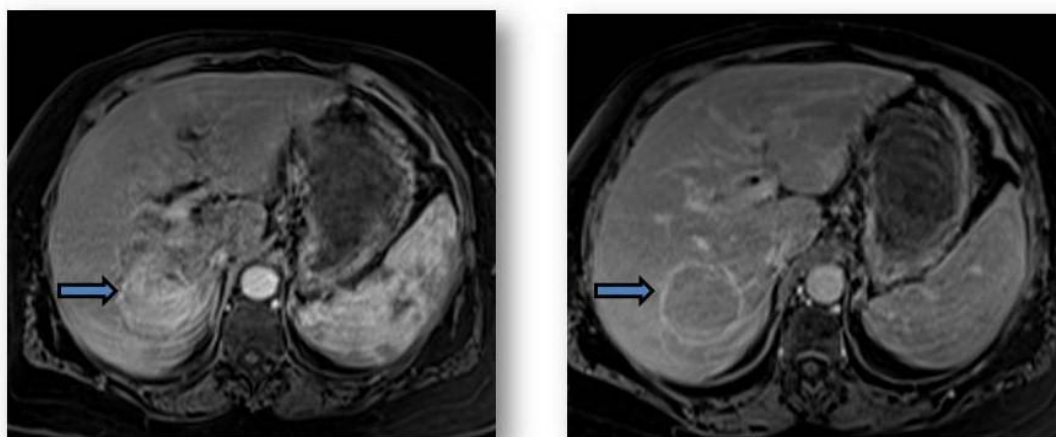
Resonancia magnética de un hepatocarcinoma. Obsérvese el realce en fase arterial (flecha izquierda) y el lavado en fase portal (flecha derecha)
